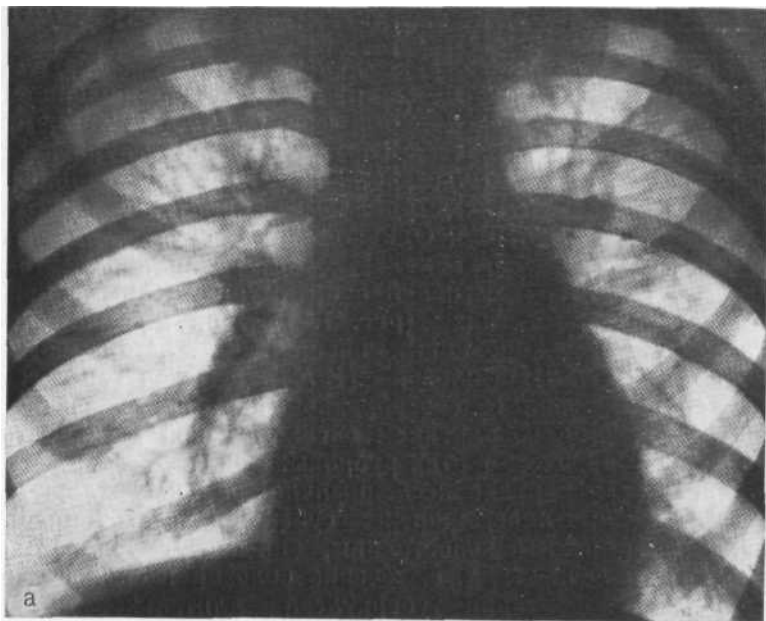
Обзорные рентгенограммы легких (а, б), выполненные с интервалом 3 г. Прогрессирование диффузного сетчатого пневмосклероза при туберкулезе. Биопсия легкого — диссеминированный туберкулез.
